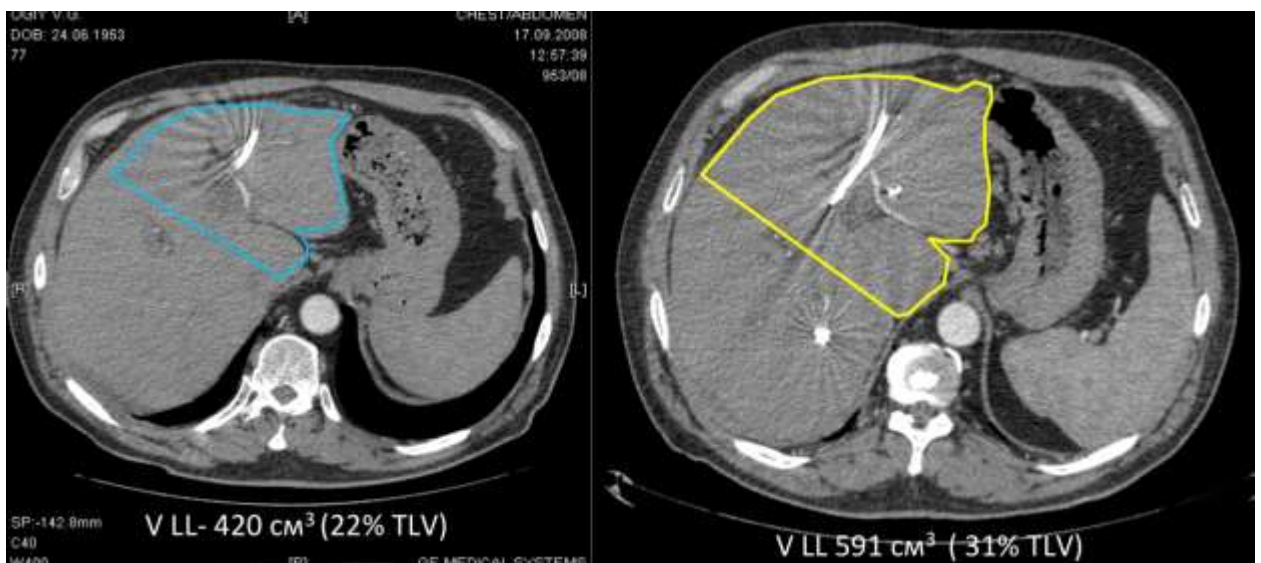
КТ-волюметрия печінкового залишку лівої долі печінки до і після емболізації правої дольової гілки ворітної вени
